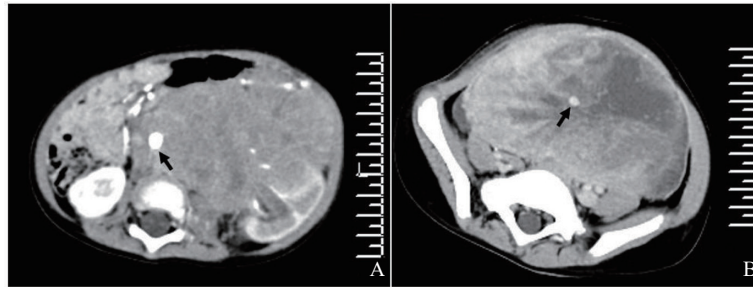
典型病例3 (起源于软组织的pPNET病灶内被包绕的血管影) CT图像
